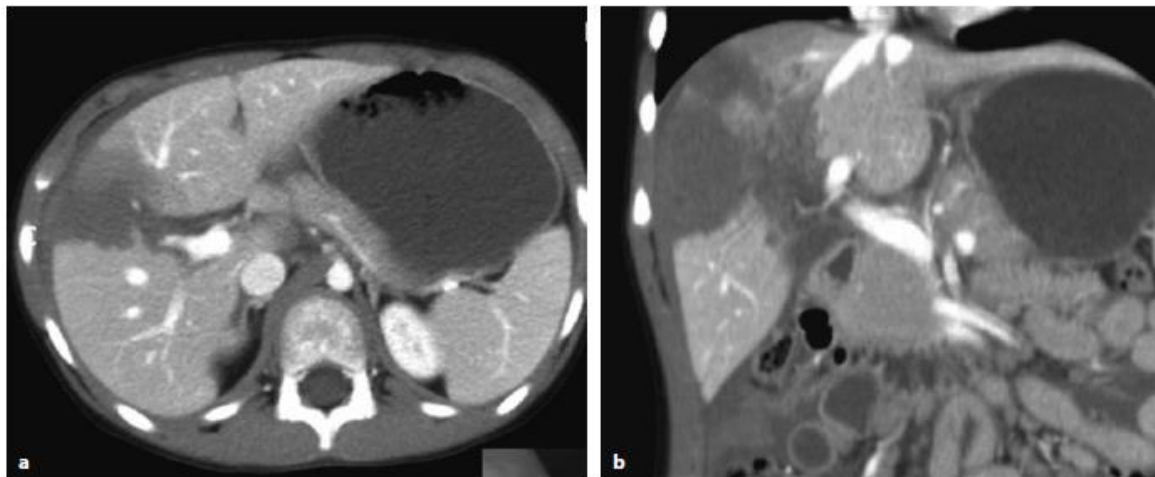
CT-Aufnahmen einer Leberruptur nach Fahrradlenkerverletzung bei einem 7-jährigen Jungen (Dietz, Illing, Schmittbecher et al., 2011, S. 171).
